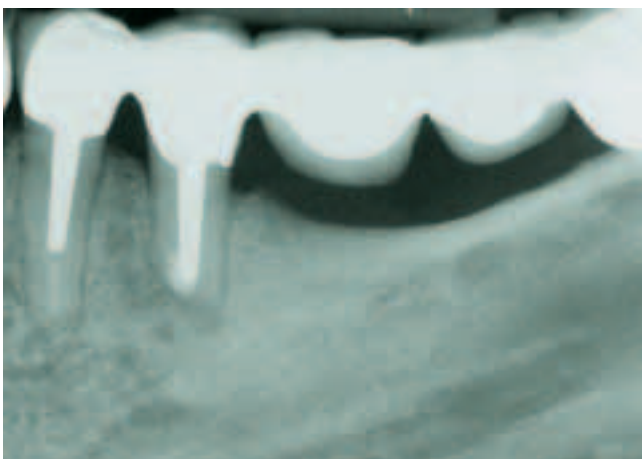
Das postoperative Röntgenbild zeigt die Ausdehnung der Retrofüllung.
